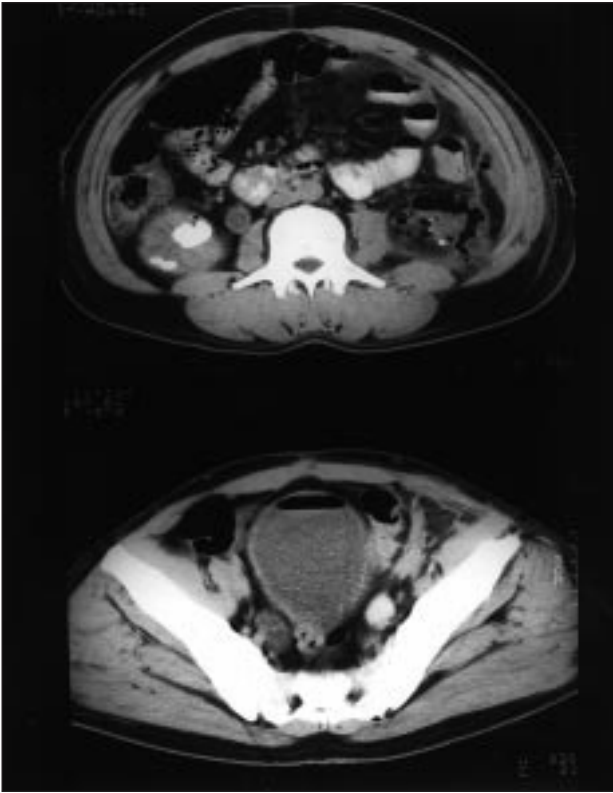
TAC abdominal. Litiasis renal bilateral (flecha hueca ◊). Presencia de múltiples imágenes de gas en el parénquima renal izquierdo, en la zona paracólica izquierda y en la vejiga urinaria (flecha negra ↘).
